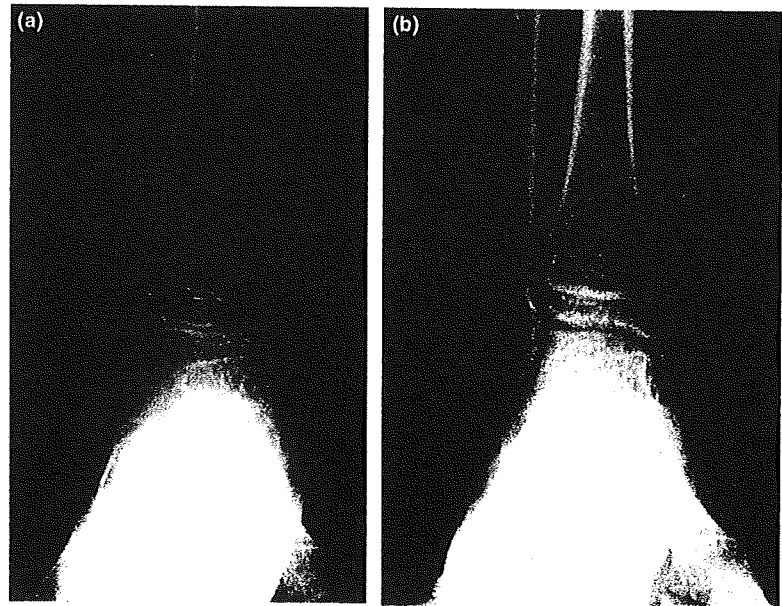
Case 1, an 11-year-old boy. (a) Preoperative radiography on weight-bearing. (b) Radiography on weight-bearing at 3 years 4 months postoperatively.
